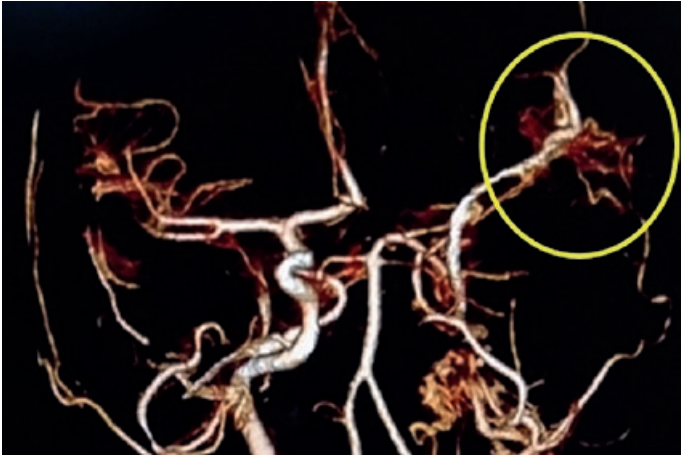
Control posquirúrgico con Angiotomografía con reconstrucción arterial en la que se observa la permeabilidad de la ATS y las ramas de la ACM implicadas en el by-pass.
